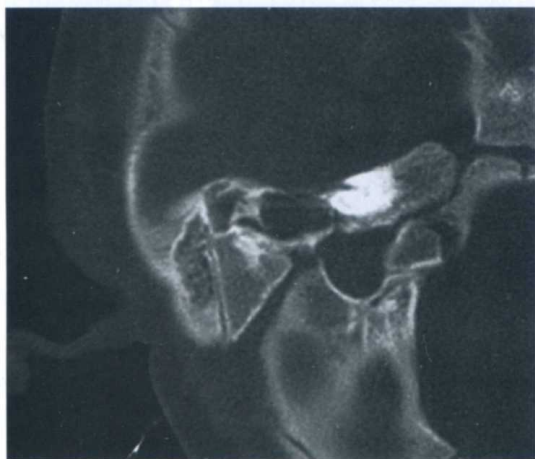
右侧内耳 Michel 畸形 CT 表现
